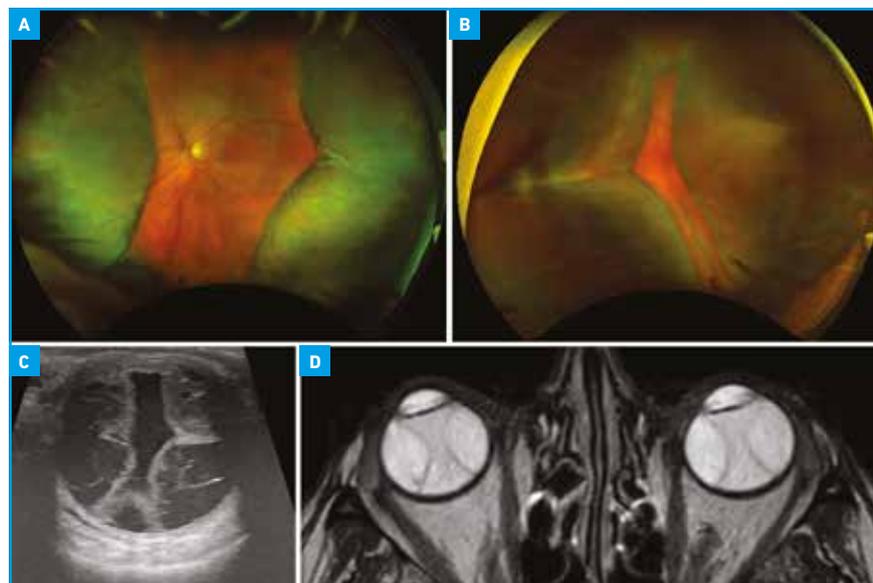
Une femme de 83 ans consulte pour une baisse de vision bilatérale, survenue 1 mois après l'initiation d'une immunothérapie combinée (nivolumab et ipilimumab) pour un mélanome vaginal métastatique. L'examen clinique montre un Tyndall antérieur et vitréen associé à des précipités rétrodescemétiques granuleux et des décollements choroïdiens majeurs au fond d'œil des deux yeux (A, B). Après exclusion d'une origine infectieuse ou métastatique, le diagnostic retenu est celui d'une panuvéite granulomateuse compliquée d'effusion uvéale induite par les ICPI. L'échographie oculaire (C) et l'IRM (D) objectivent les décollements choroïdiens majeurs.
